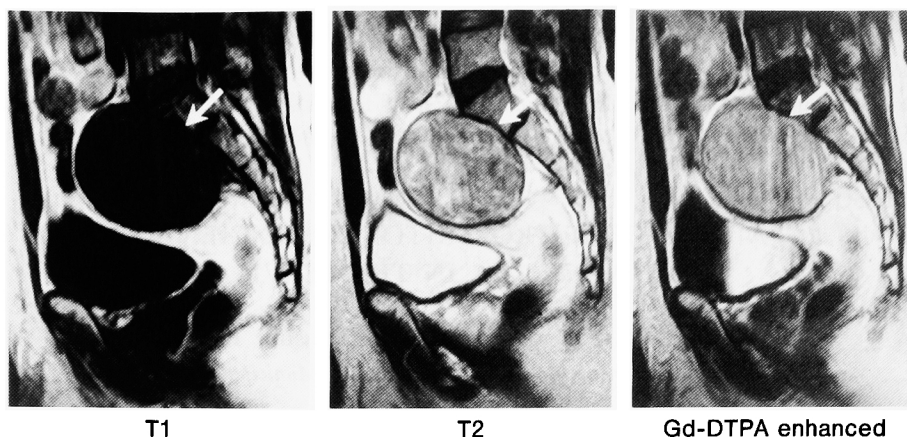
Magnetic resonance imaging revealed an encapsulated tumor, showing low intensity on the T1-weighted image, heterogeneously high intensity on the T2-weighted image and the tumor homogeneously enhanced with Gd-DTPA (arrow) (Sagittal section).
